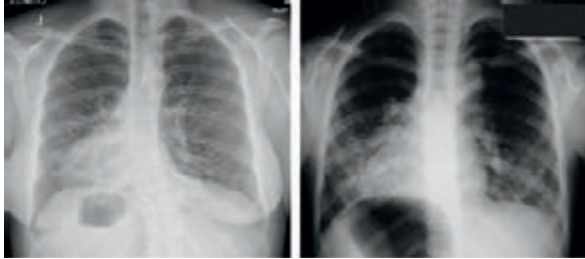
Radiografia de tórax na avaliação inicial, com evidência de múltiplas adenopatias mediastínicas e hilares e infiltrados nodulares parenquimatosos (à esquerda) e após 19 anos de follow up, onde se observam áreas de consolidação nodular dispersas em ambos campos pulmonares (à direita)
